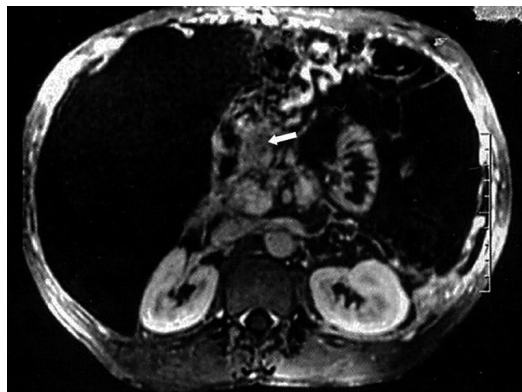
Ressonância nuclear magnética do abdômen demonstrando cirrose hepática com sinais de hipertensão portal e trombose de veia porta.
